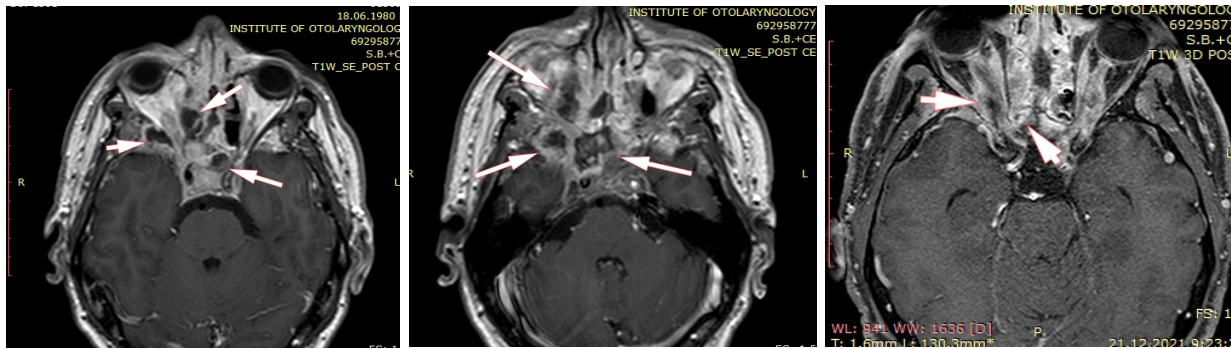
Пацієнт Б. МРТ принососових пазух та основи черепа. Стрілками вказано на ознаки деструкції та запальних змін основи черепа та інфільтрація верхівки орбіти.
